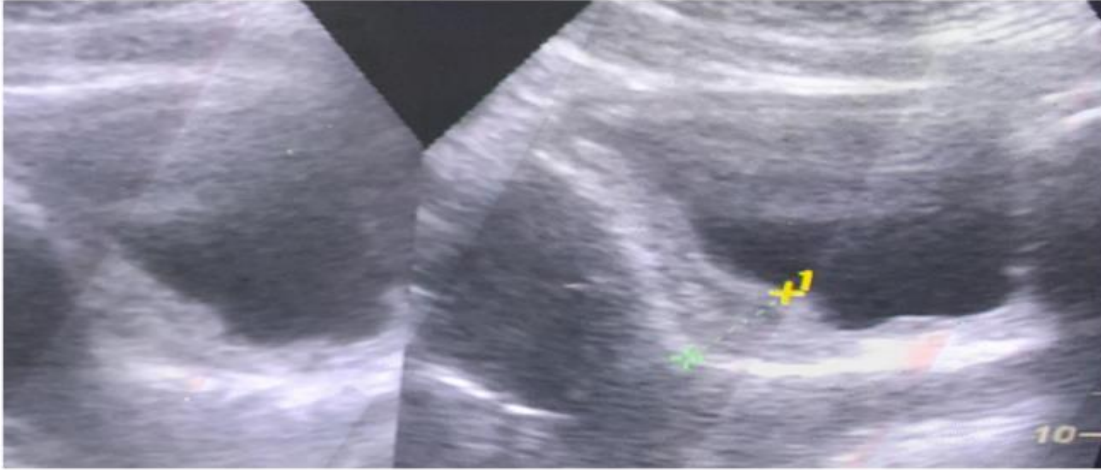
Image échographique que d'une cystite
